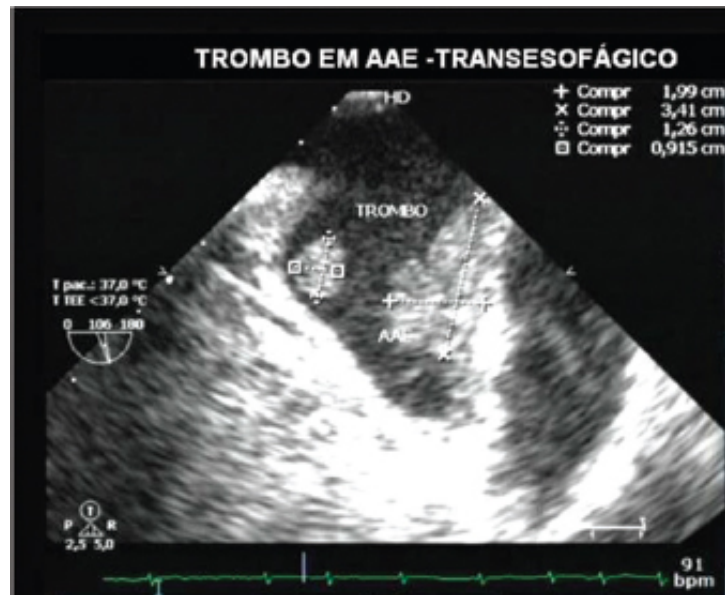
Paciente com fibrilação atrial crônica apresentando ao ecocardiograma transesofágico aumento do átrio esquerdo e do apêndice atrial esquerdo. Observam-se também imagens compatíveis com trombo no apêndice atrial esquerdo (AAE).
